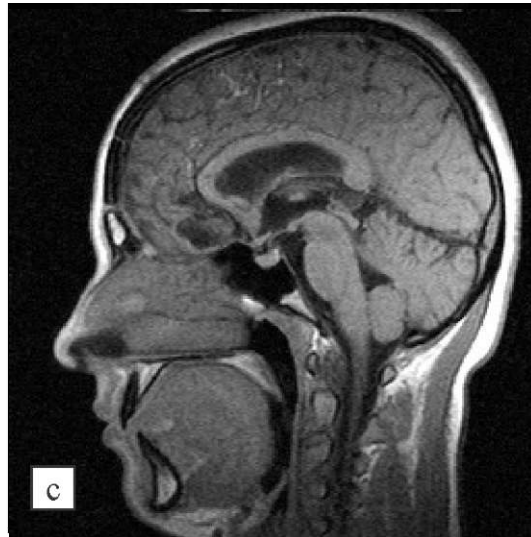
(а-с). МРТ больной Д, 20 лет, спустя 7 месяцев после операции. На томограммах в зоне оперативного вмешательства определяется полость объемом до 16 куб. см. Прослеживаются оболочечные спайки, незначительно расширены субарахноидальные пространства по ходу борозд Латеральные желудочки асимметричные, размеры на уровне передних рогов справа - 17 мм, слева - 11 мм; тел справа - 12 мм, слева - 10 мм; задних рогов - справа - 19 мм, слева - 16 мм. Правый рог латерального желудочка подтянут кверху, перивентрикулярно определяется полость, в области головки хвостатого ядра участок повреждения до 6 мм. Перикозально, в теменных отделах справа точечные и линейные включения жировой ткани. Мост, ствол мозга и мозжечок без патологических знаков. Миндалины мозжечка стоят на уровне кливоокципитальной линии. Гипофиз не увеличен. Шишковидная железа 13 x 8 мм, имеет септальную перегородку, сформирована по типу кисты, начальная часть Сильвиева водопровода подавлена. Заключение: Состояние после радикального удаления дермоидной кисты. Постоперационная полость объемом до 16 куб. см. Киста шишковидной железы 13 x 8 мм. Гипертензионно-гидроцефальный синдром. Фокальные очаги повреждения в гипокампе справа. Данных за рецидив нет.
